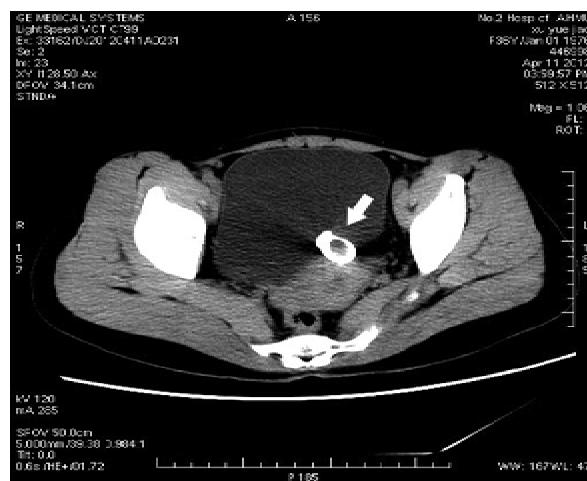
腹部 CT 平扫所见(箭头所示为 IUD)
